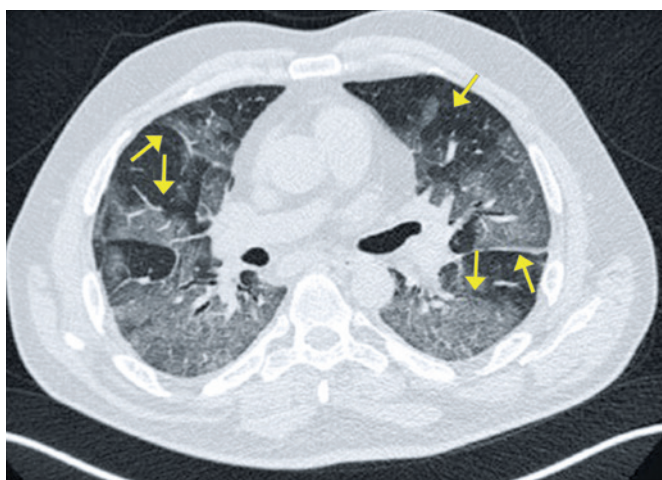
Paciente de 63 anos com COVID-19, apresentando dispneia, febre, calafrios e mialgia há 4 dias. Tomografia computadorizada mostrando opacidades em vidro fosco associadas a reticulações (pavimentação em mosaico)
